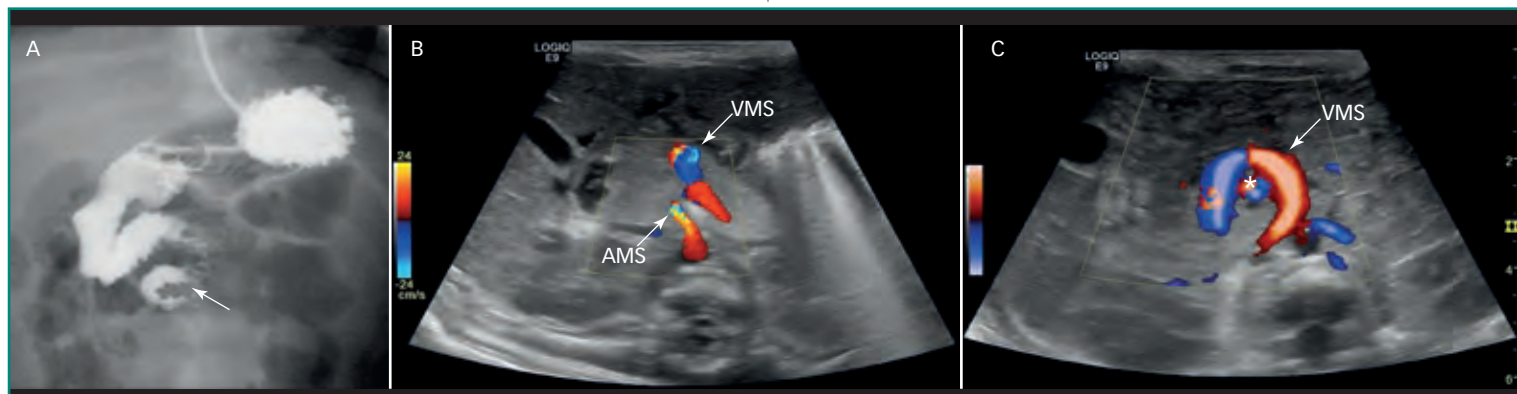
Malrotación y vólvulo. Varón de dos meses de edad con vómitos biliosos. A: tránsito baritado mostrando el clásico “signo del remolino” (flecha), compatible con vólvulo intestinal. Nótese una posición anómala de la unión duodenoileal, en el cuadrante superior derecho; B: ecografía abdominal del mismo paciente, con doppler color a la altura de los vasos mesentéricos. Nótese una localización anómala de la vena mesentérica superior (VMS), a la izquierda de la arteria (AMS); C: imagen adicional de ecografía abdominal del mismo paciente, algo más caudal, mostrando el “signo del poste del barbero”, con rotación de la vena mesentérica superior alrededor del eje de la arteria, en contra de las agujas del reloj. En la laparotomía exploratoria se identificó malrotación intestinal, complicada con un vólvulo de intestino medio.
